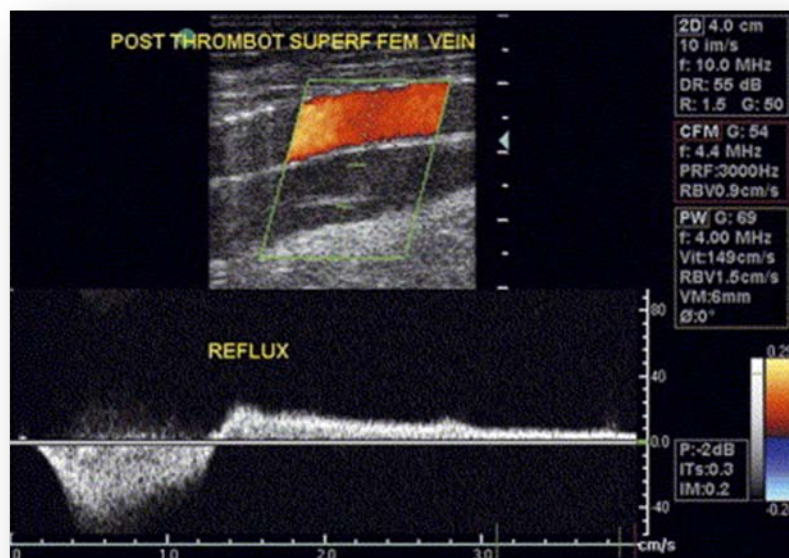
Écho doppler veineux (EDV) couleur avec doppler pulsé dans le SPT :
